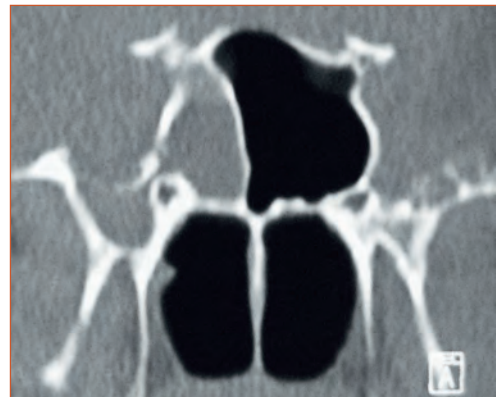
TC dos SPN-corte coronal do esfenóide mostrando preenchimento do seio esfenoidal direito e solução de continuidade da parede lateral.
